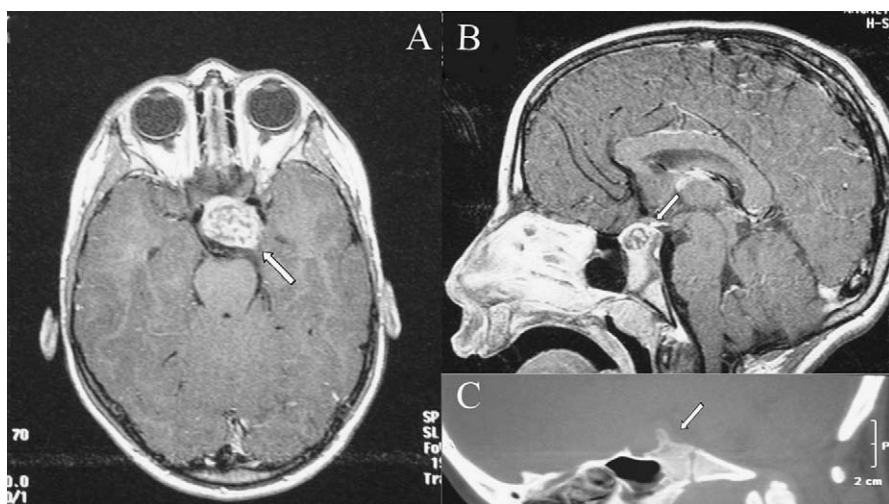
A y B. Resonancia magnética en la que se evidencia lesión sólida de origen selar, que se extiende supraselarmente. C. Imagen de tomografía computarizada (TC) con sospecha de osteocondroma selar.
